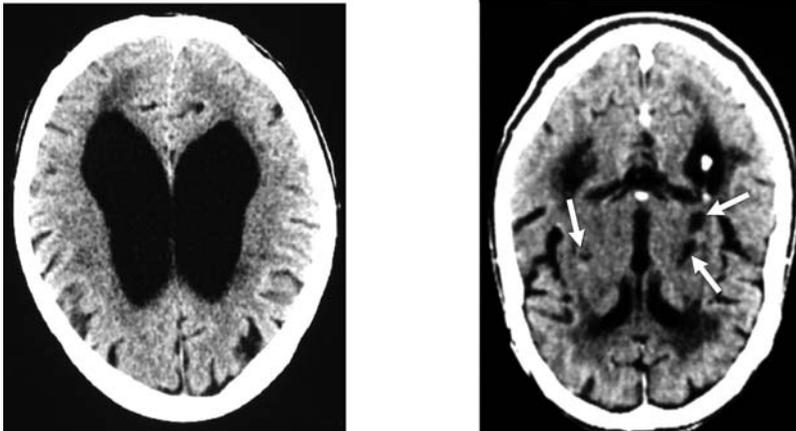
Computertomografie mit Darstellung des Gehirngewebes
